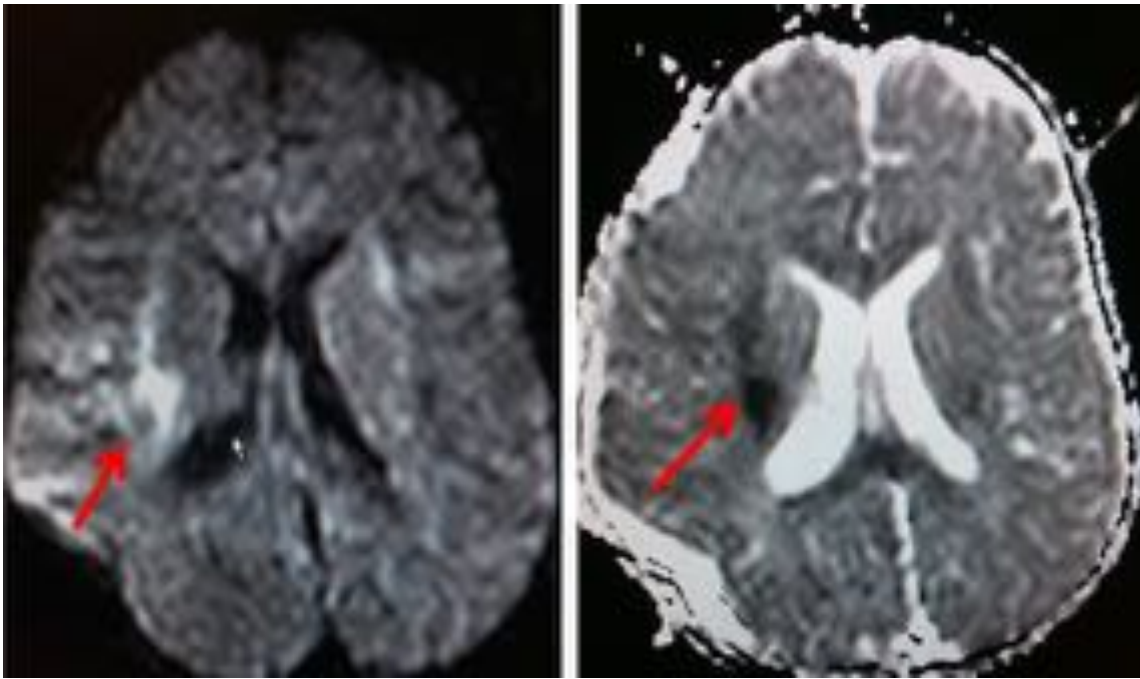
RM posterior, secuencias de difusión y mapa ADC, respectivamente, en las que se confirma la presencia de un infarto isquémico agudo (con restricción de la difusión) localizado en la cápsula externa derecha.
